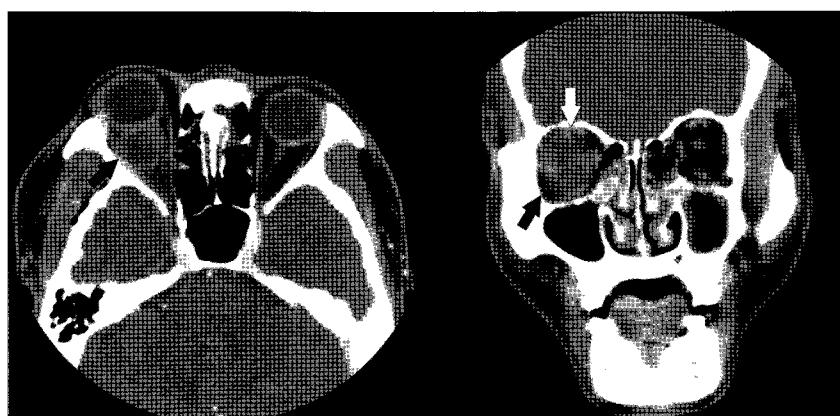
CT scans show the proptosis of right eyeball and progression to right orbital intraconal abscess cavity formation.
